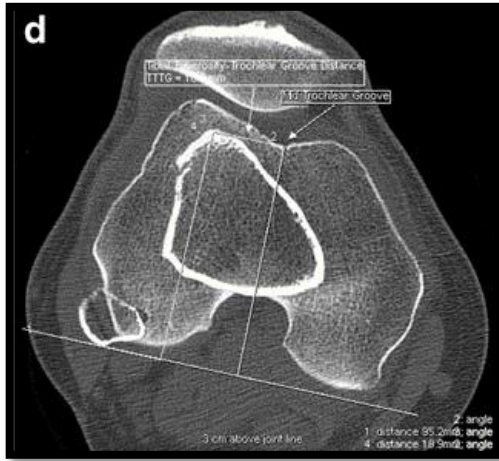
Distancia TT-TG en corte axial de TC. Tomada de Christina Earhart¹⁷.
